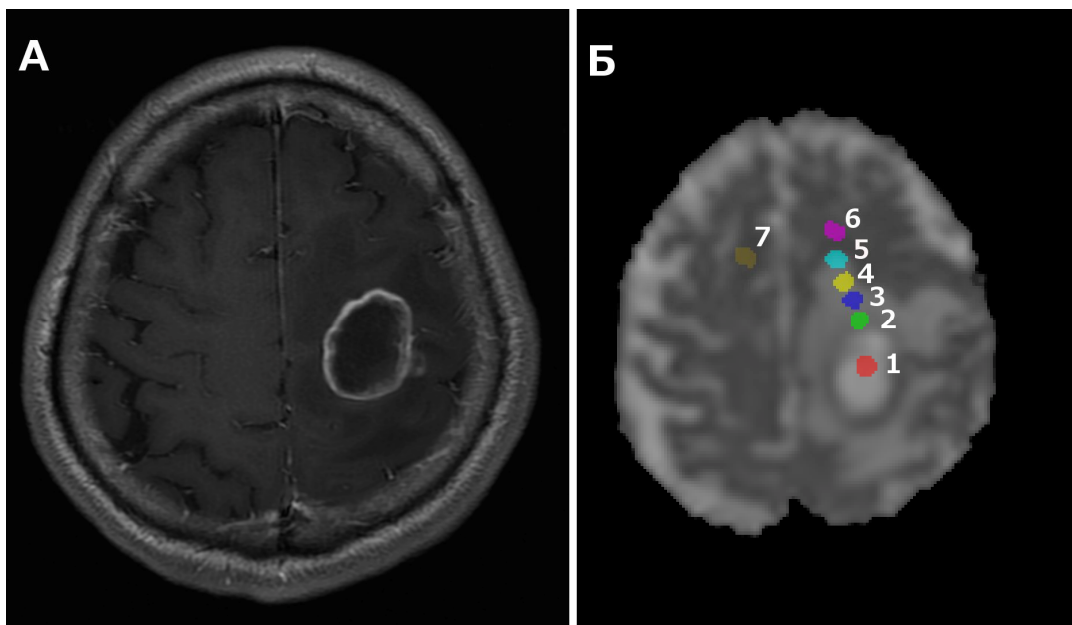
T1-взвешенное МР-изображение с контрастным усилением пациента с метастазами (А). Диффузионная карта MD с отмеченными областями измерения (Б).
